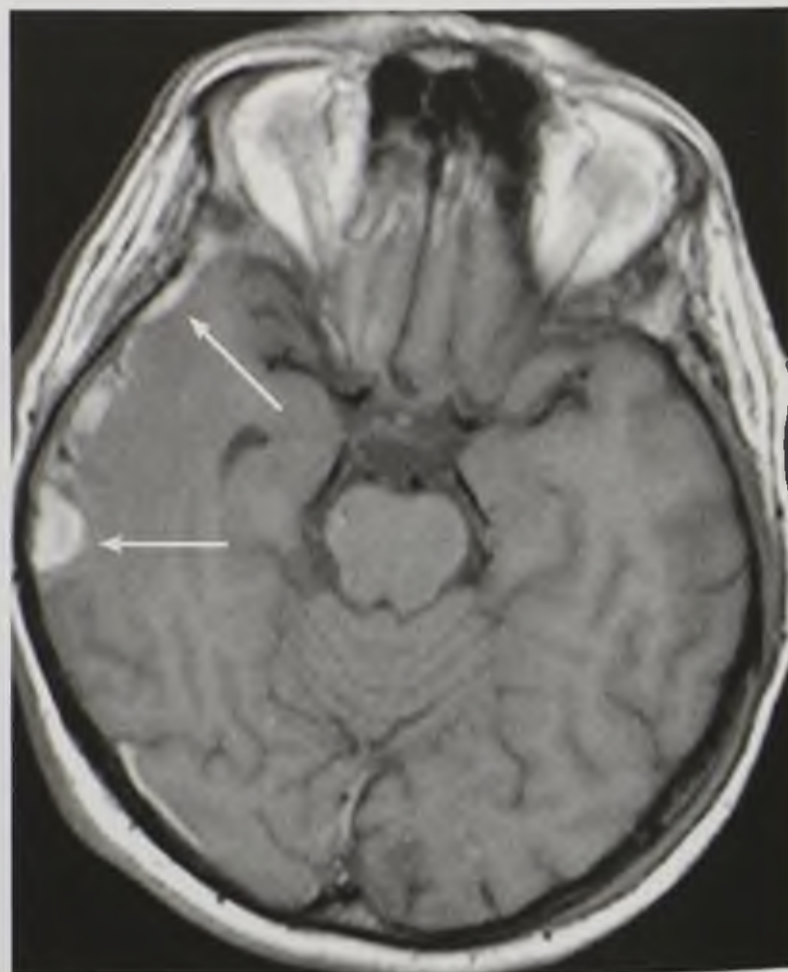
Магнитно-резонансная томограмма в аксиальной плоскости. Субарахноидальное кровоизлияние в подострой стадии. Определяется зона гиперинтенсивного магнитно-резонансного сигнала на T1-взвешенном изображении в подпаутинном пространстве вдоль борозд (стрелки)
